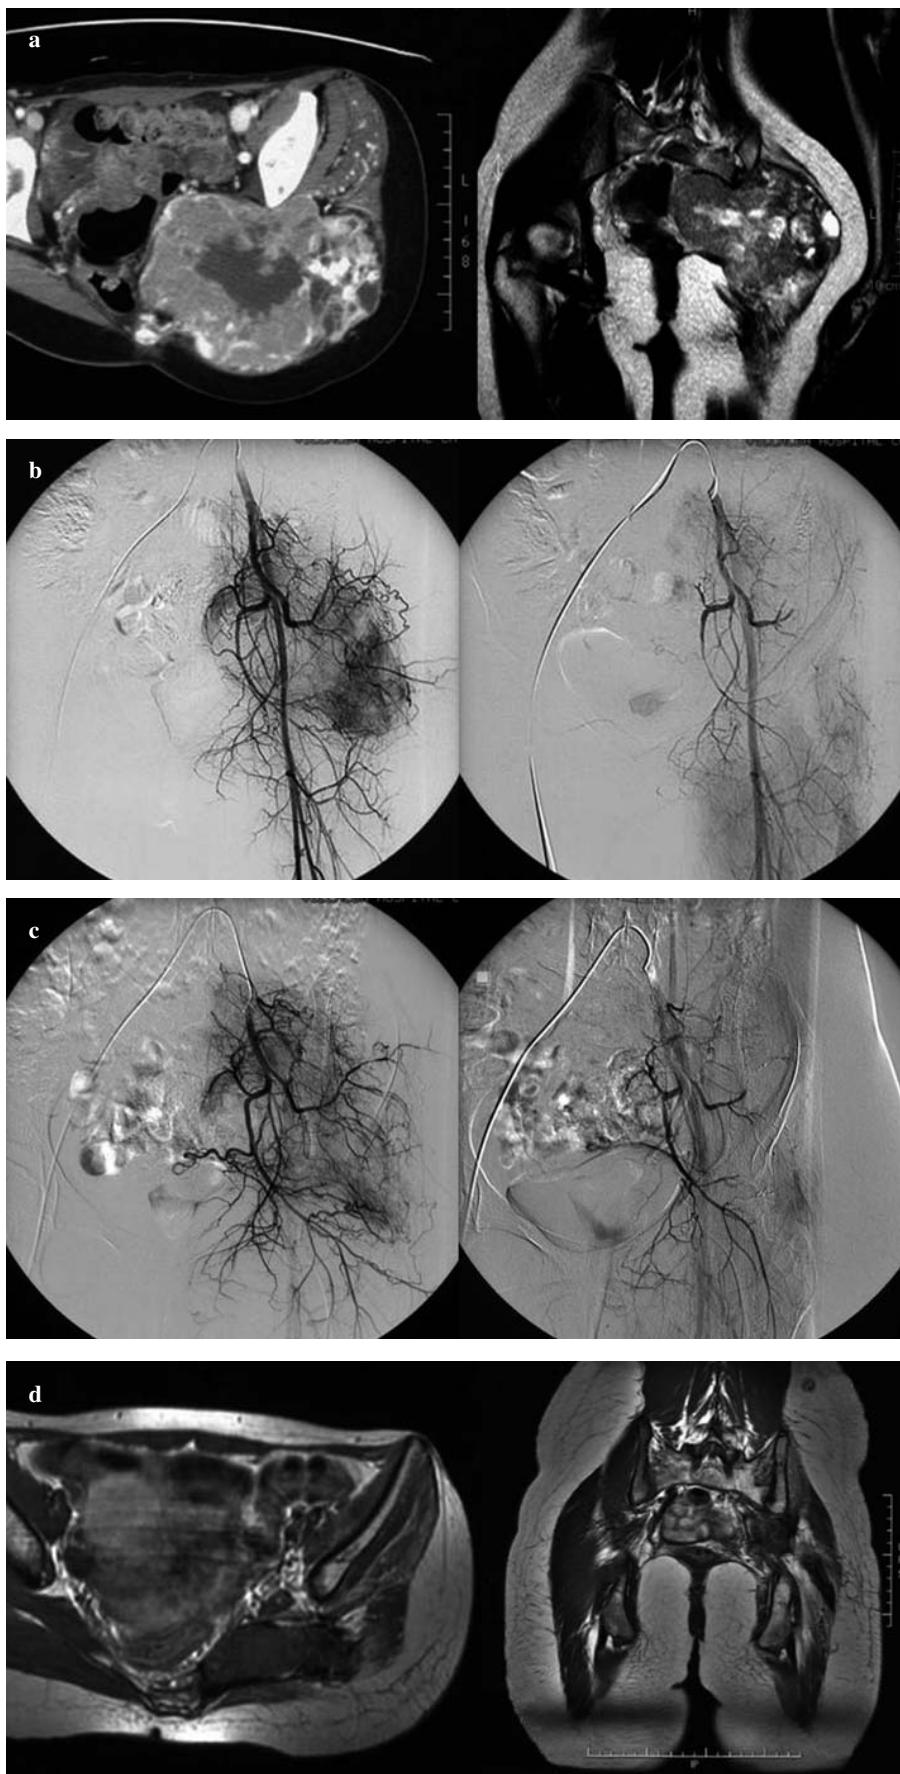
Computed tomography (left) and coronal T2-weighted magnetic resonance imaging (right) of the pelvis of a 16-year-old girl with a large osteosarcoma. The tumour was considered inoperable. b After six cycles of chemotherapy, selective embolisation of the feeding vessels originating from the internal iliac artery was performed. c After 2 months, embolisation was repeated, followed by radiation therapy. d At 2 years after diagnosis and chemotherapy, axial (left) and coronal (right) magnetic resonance images show significant tumour size reduction.
